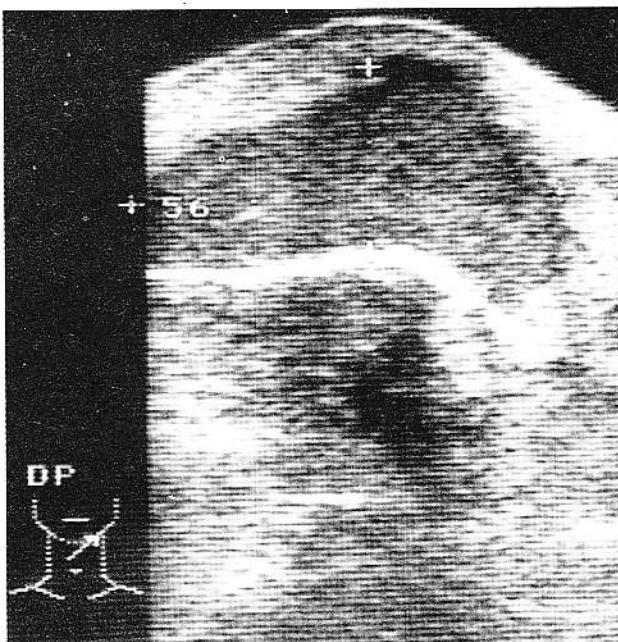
Aspect ecografic de tumoră malignă submandibulară stângă (carcinom nediferențiat)(același caz ca în fig.14)
